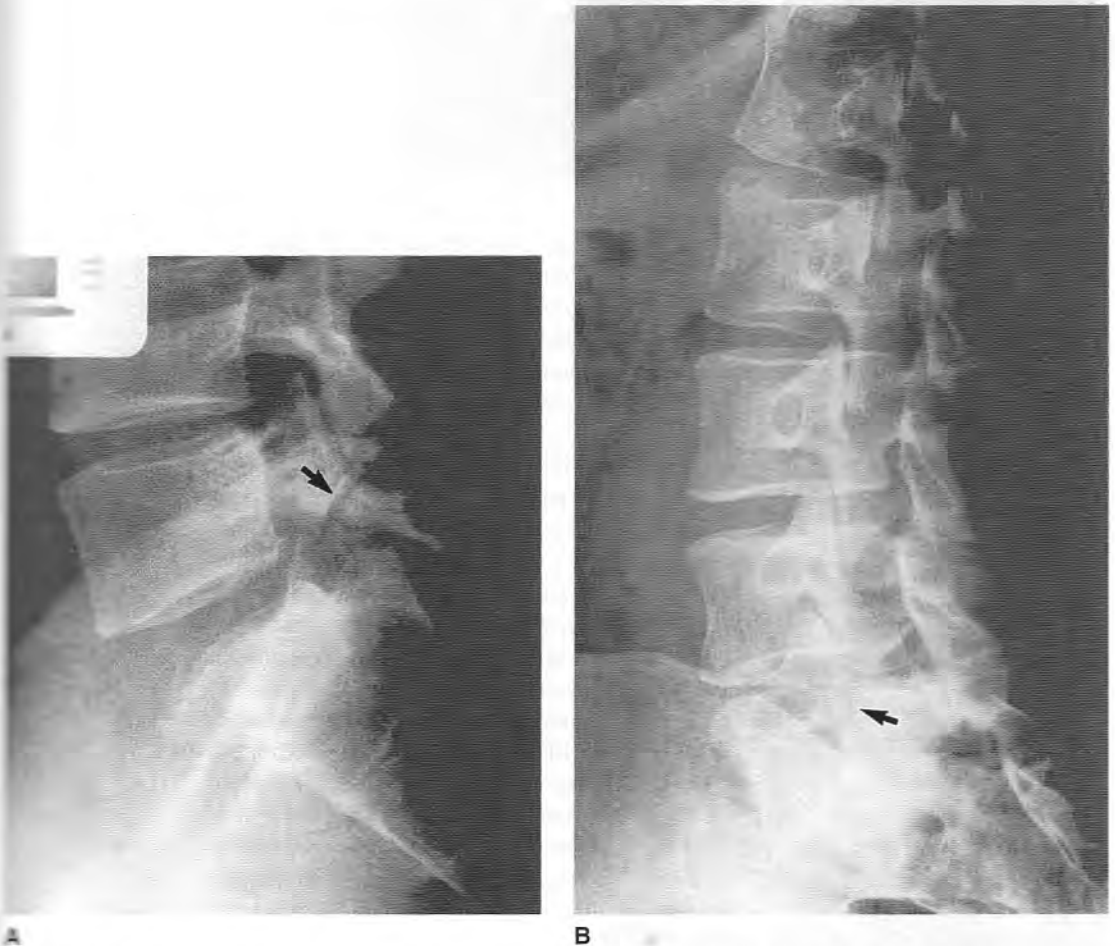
Espondilólisis y espondilolistesis. Las radiografías simples lateral (A) y oblicua (B) muestran un defecto de la *pars interarticularis* (flechas). Obsérvese la aparición clásica del collar (o cuello roto) del terrier escocés en la proyección oblicua. (Continúa en la página 140).
